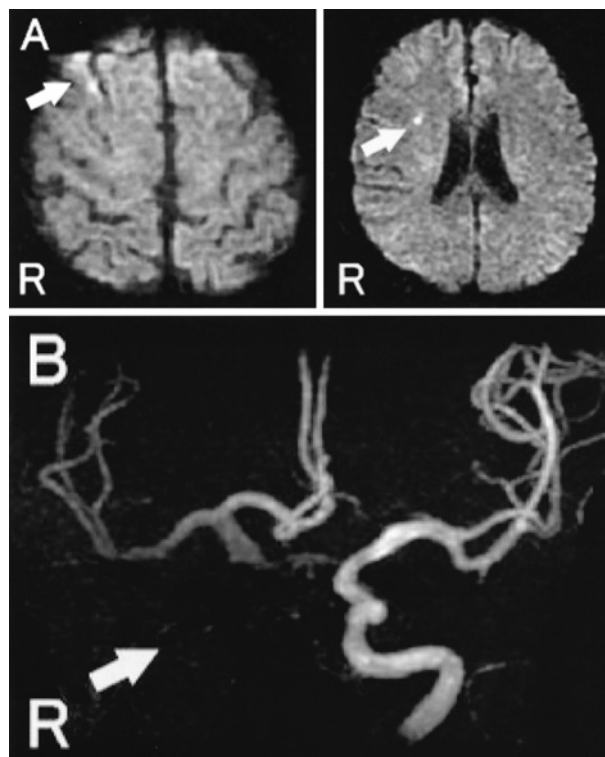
Brain MRI and MRA
